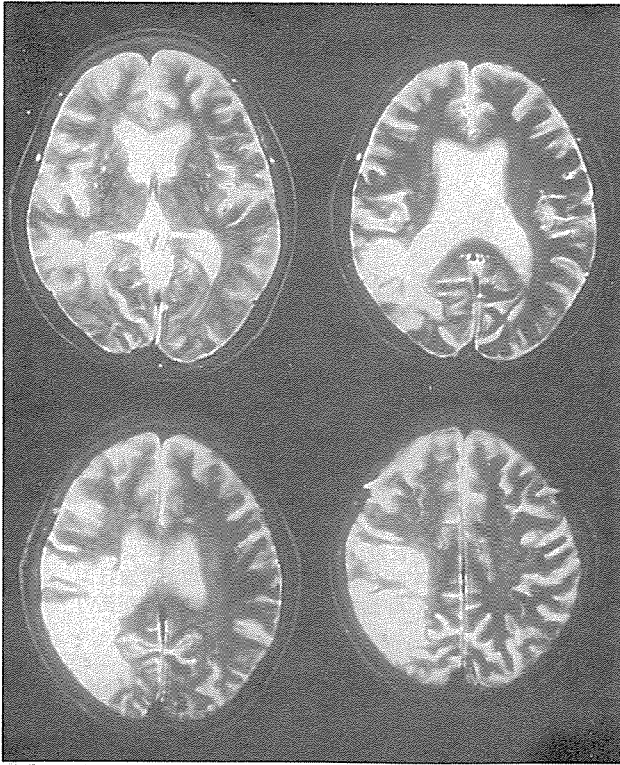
頭部MRI (TR 2000msec, TE 80msec)
